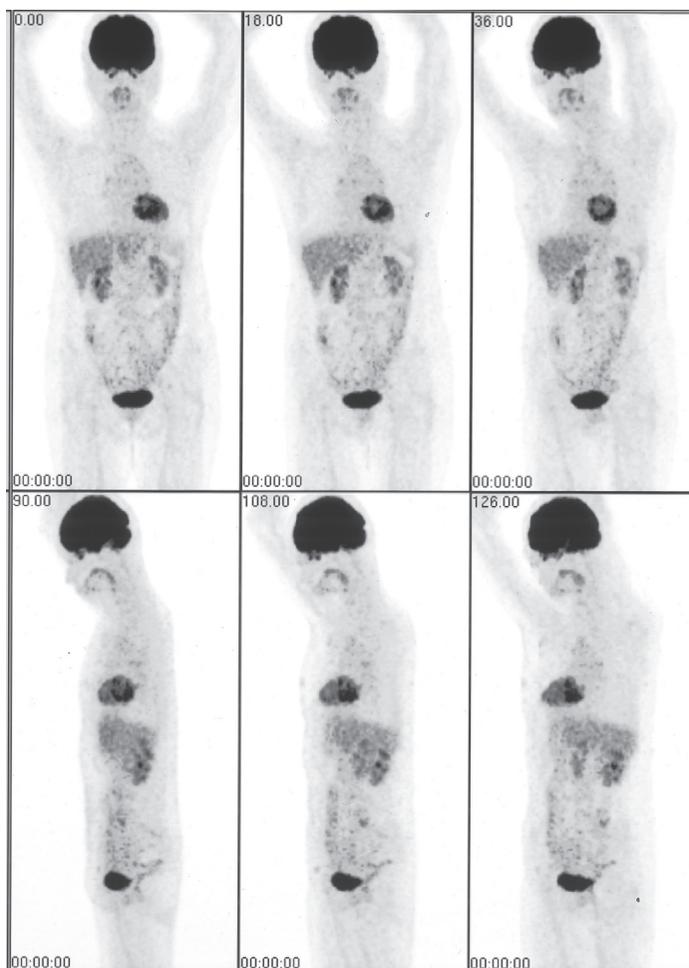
再発治療後(平成18年6月)のPET：腹腔内播種像は消失している
